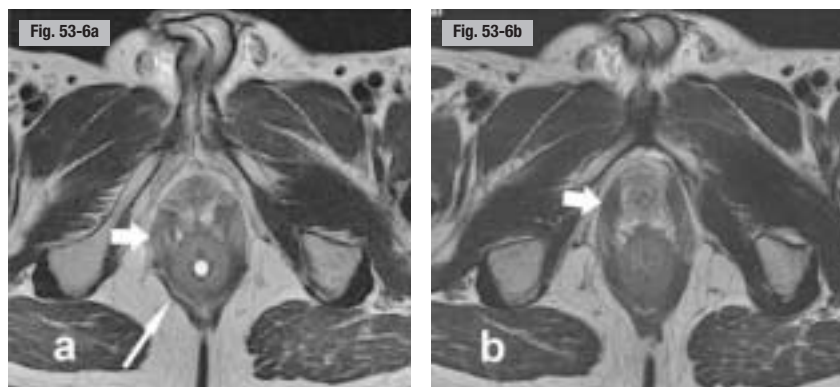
Anatomie de l'homme. IRM pelvienne statique, plan axial. Sphincter interne (a, rond blanc), muscle puborectal (a et b, flèches épaisses), sphincter externe (a, flèche fine).
